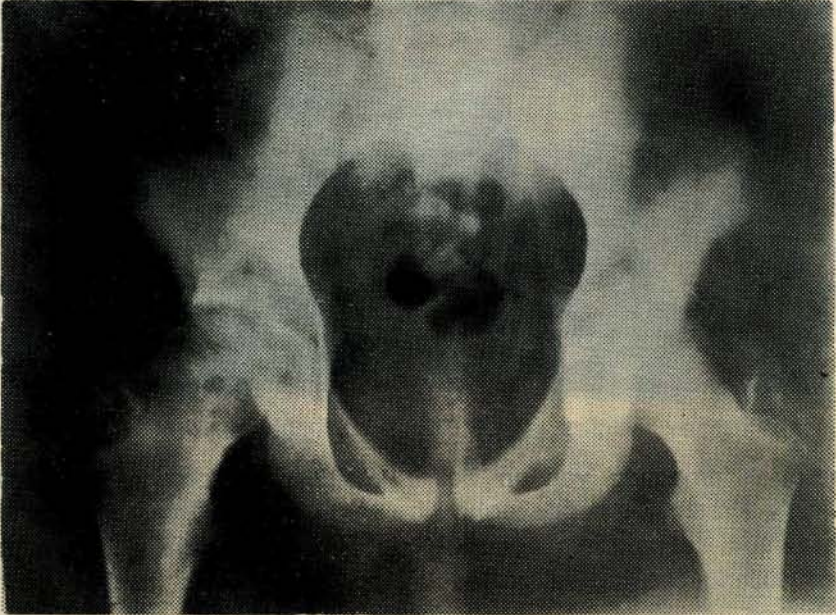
1 — Rutin AP grafisi.
